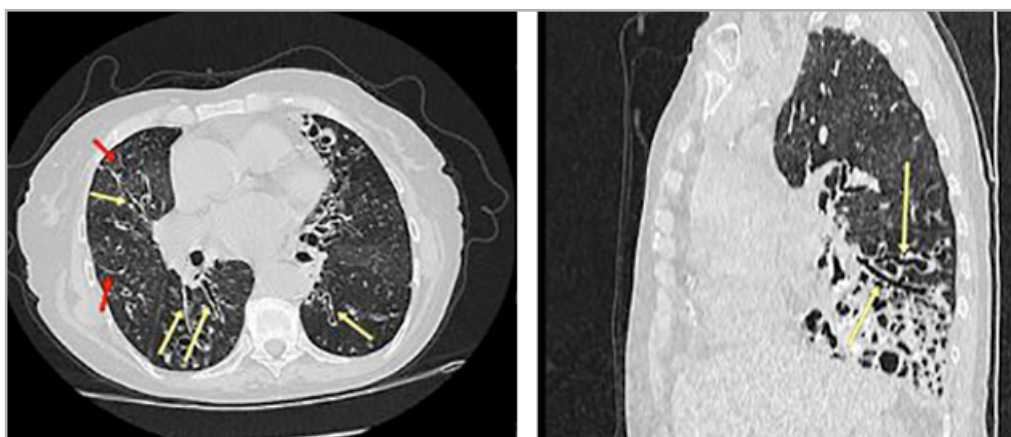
КТ-томограмма в аксиальной и сагиттальной плоскостях. Легочное окно. В обоих легких определяются признаки мультифокального целлюлярного бронхиолита наряду с «мозаичной» картиной (утолщение стенок бронхов (желтые стрелки), симптом «дерево в почках» (красные стрелки))
